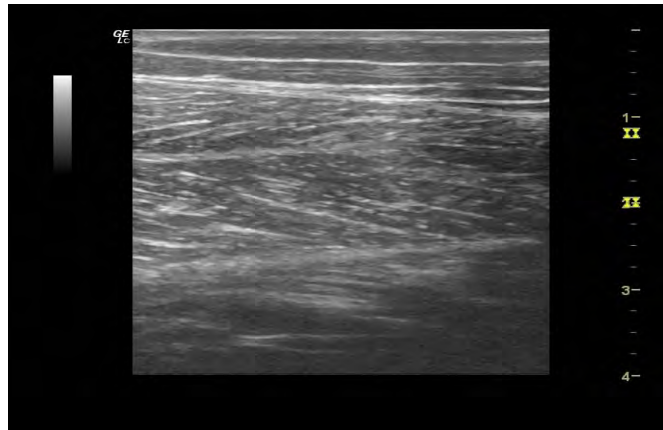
Hasil Citra Ultrasound di Dada
